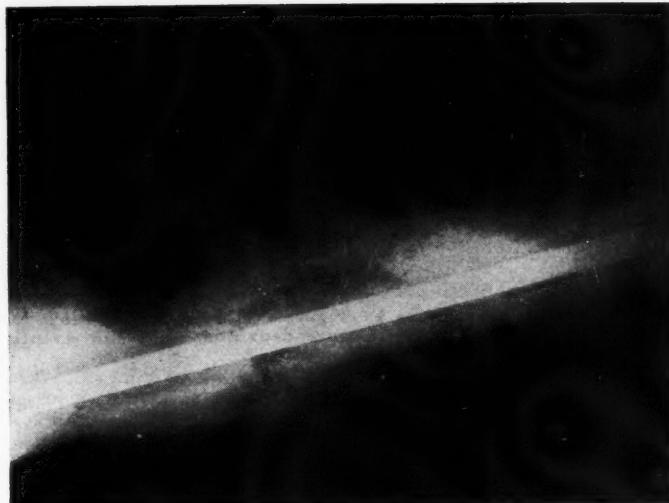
Cas no 1. Radiographie du fémur six mois après l'enclouage.
